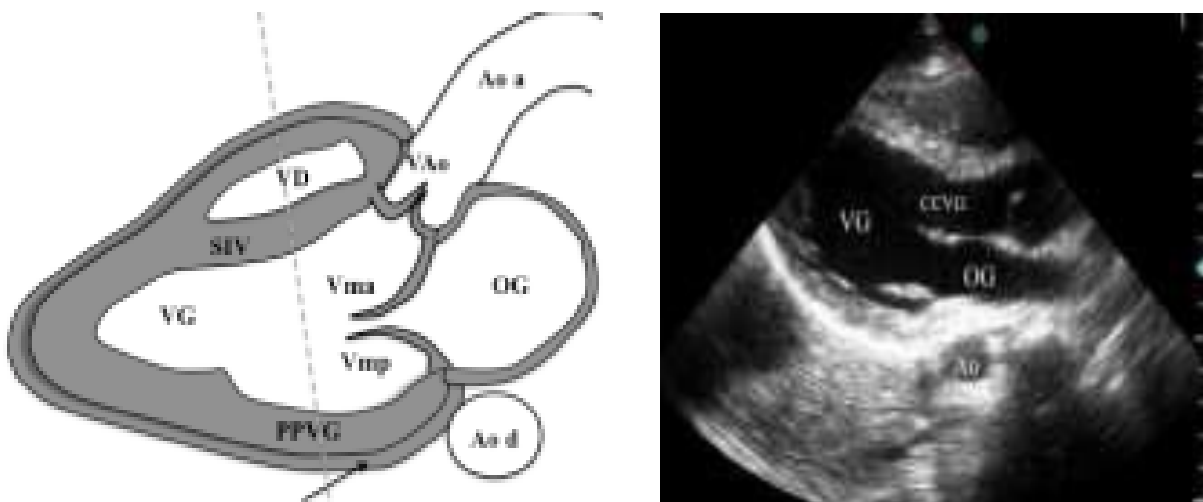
Coupe parasternale grand axe et structures anatomiques visualisées
